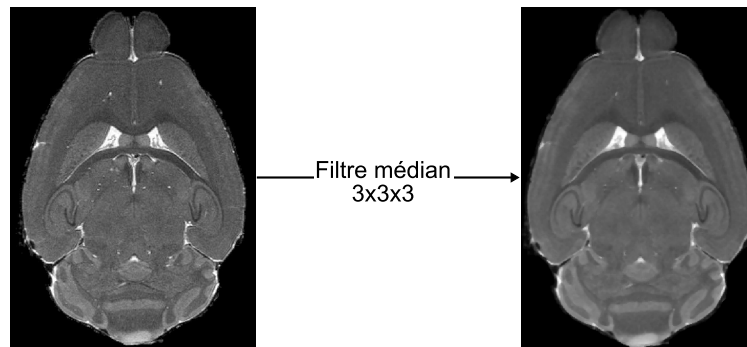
Filtre médian appliqué aux IRM pour réduire le bruit présent dans ces images (ici image pondérée en T1 en vue axiale).
